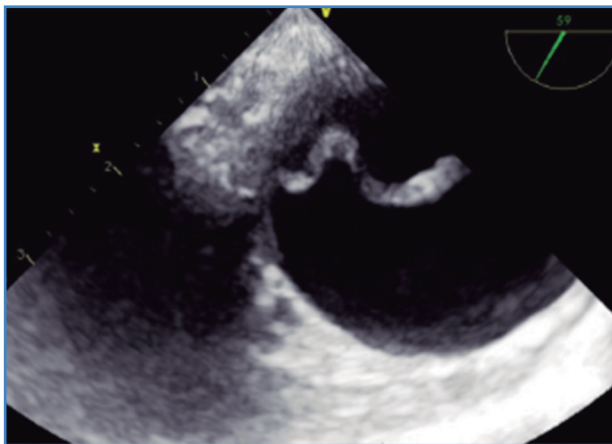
Ecocardiograma transesofágico (ETE) del colgajo íntimo en disección aórtica de tipo A (obtenido de Sayed, 2021).
